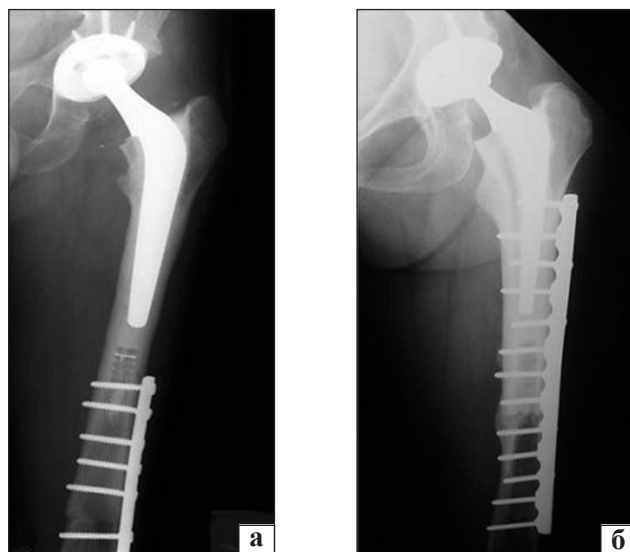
Рентгенограммы проксимальных отделов бедренной кости при АКЭ с использованием короткой ножки эндопротеза и наkostной пластины: а) пластина перекрывает только зону контакта алло- и аутокости; б) пластина распространяется до вертельной области [18]
